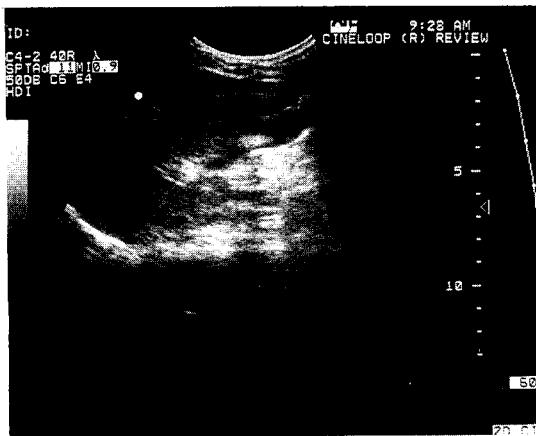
Abdominal sonogram showing 1.5cm sized high amplitude echogenic sludge with prominent post-acoustic shadow in gallbladder.
